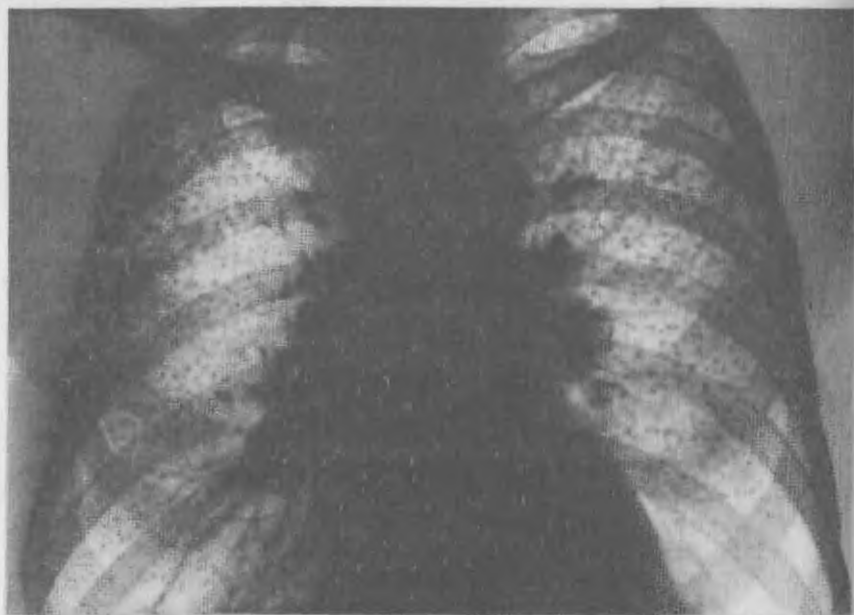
Рентгенограмма легких при силикозе II стадии с обызвествлением силикотических узелков и лимфатических узлов корней легких (3q sp es).
